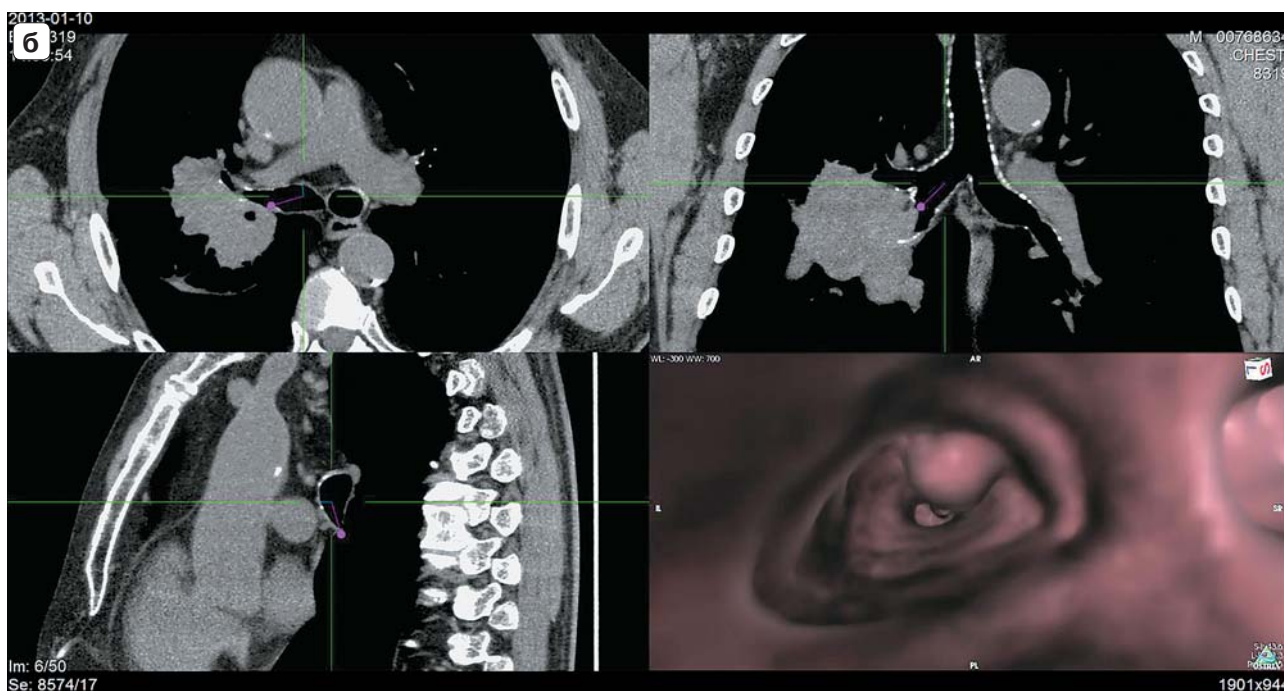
МСКТ-изображения рака нижнедолевого бронха справа. а – MinIP, фронтальная реконструкция, в просвете нижнедолевого бронха бугристые массы, гиповентиляция нижней доли легкого справа; б – ВБ, бугристая опухоль на широком основании стенозирует просвет нижнедолевого бронха правого легкого ниже отхождения среднедолевого бронха.
